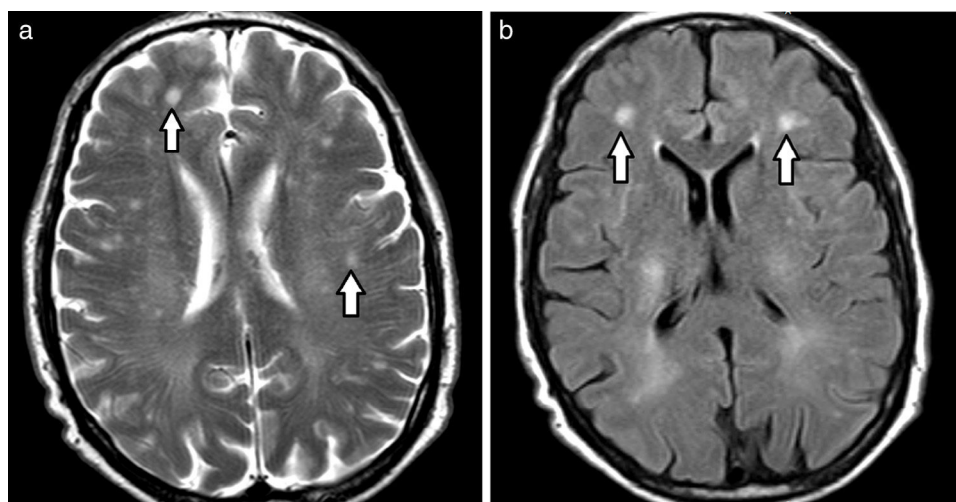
Resonancia magnética de cerebro, corte axial, (a) en ponderación T2 y (b) FLAIR, revela múltiples imágenes puntiformes hiperintensas en la sustancia blanca (flechas).
